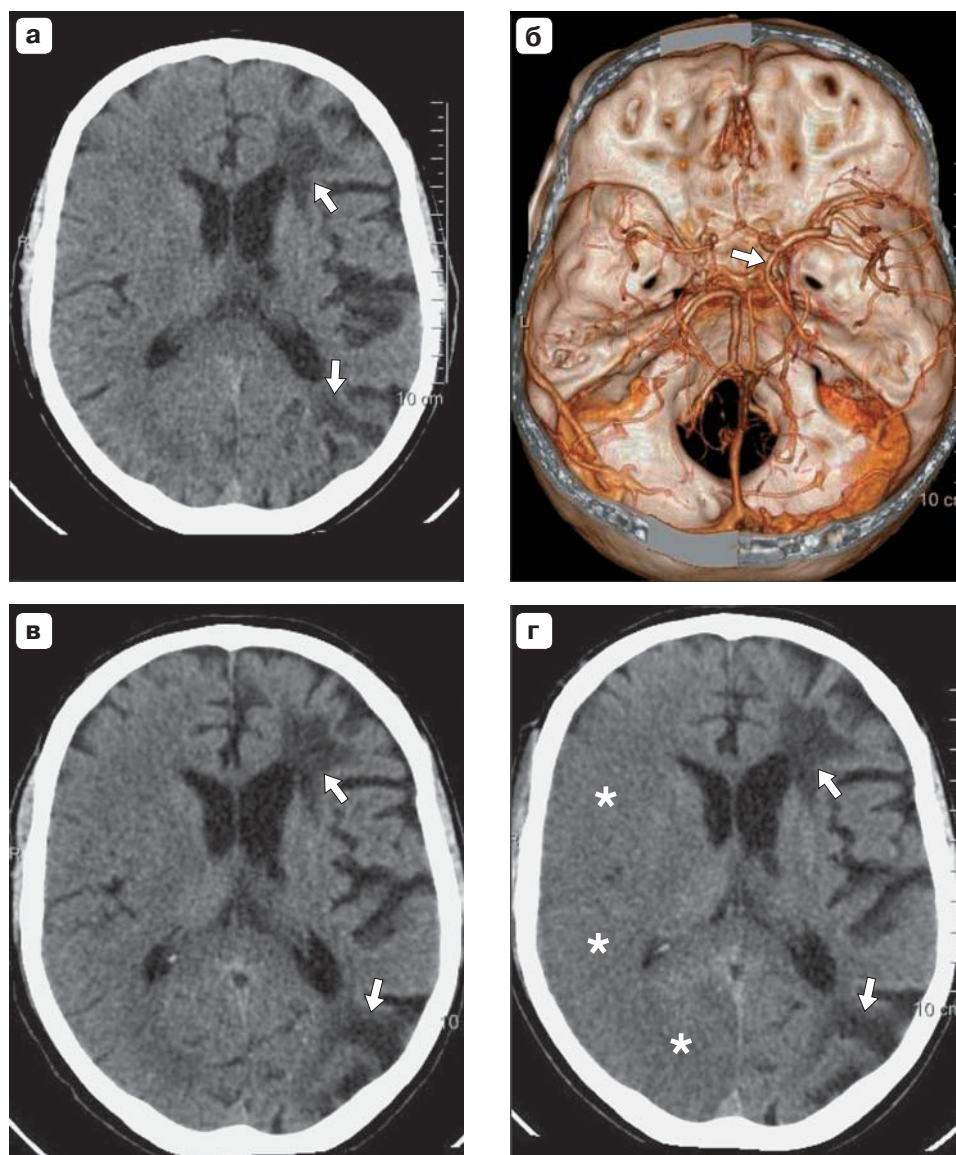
Динамика развития гиперперфузионного синдрома. а – бесконтрастное КТ-изображение головного мозга, исследование перед операцией, наличие зон пониженной плотности на стороне окклюзированной ВСА (последствия нарушений мозгового кровообращения) – стрелки; б – КТА-изображение, трехмерная реконструкция, исследование перед операцией: задняя трифуркация правой ВСА (стрелка); в, г – послеоперационные исследования, бесконтрастные КТ-изображения: в – сразу после операции, сохранение изменений на стороне окклюзии (стрелки), г – исследование через 5 дней, появление зоны слабовыраженного отека правой гемисферы (белые звездочки), сохранение изменений на стороне окклюзии (стрелки).
